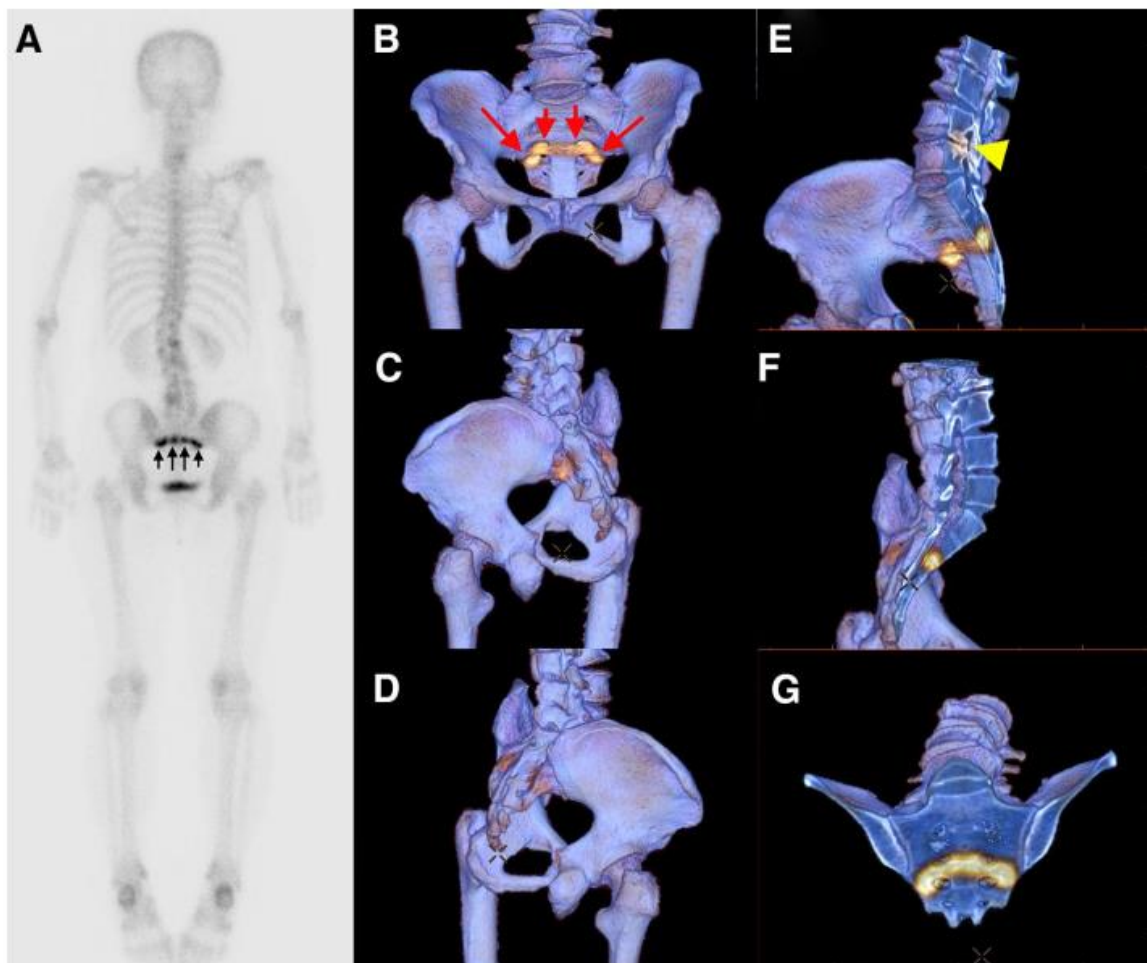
Aplicarea „editării clip plane” la datele SPECT osos în CT 3D suprapus în volum imaginii. Scintigrafie bidimensională a întregului corp la o pacientă cu cancer de sân arată absorbția ca o bandă în sacru (a, săgeți). Imagini tridimensionale fuzionate arată că captarea se observă în principal în partea anterioară a sacrului (b–d, săgeți). Secțiune transversală imaginile datelor 3D arată că captarea nu este asemănătoare tumorii, punând diagnosticul de insuficiență fractură sacră (e–g). În plus, osteoartroza în jurul îmbinării dintre a patra și coloana lombara cu activitate metabolică crescută este văzută (e, vârf de săgeată) [27].
